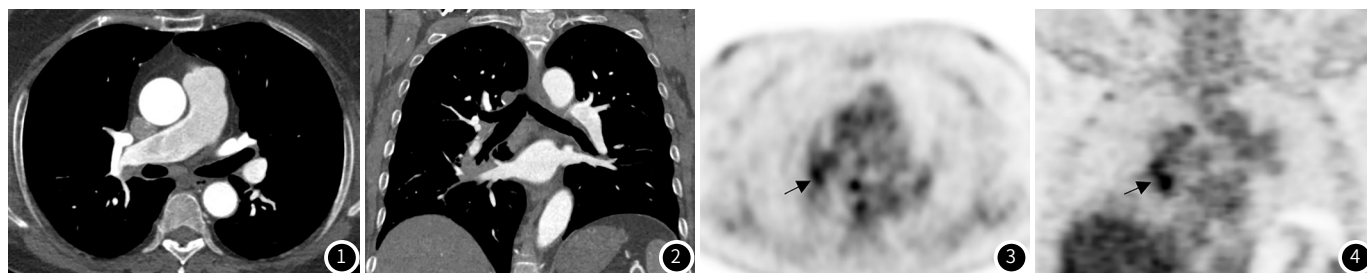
~2 CT检查结果，为右肺门区多发淋巴结病灶，可见中度强化，呈现略高密度。图3~4 PET/CT检查结果，为右肺门区多发淋巴结病灶，显示淋巴结摄取异常增高，且淋巴结呈现偏侧分布，诊断为淋巴结转移灶。
